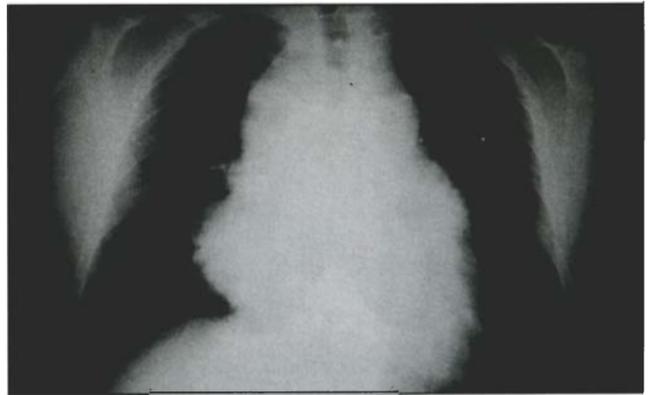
Telerradiografia do tórax (P. A.). Alargamento do mediastino superior
